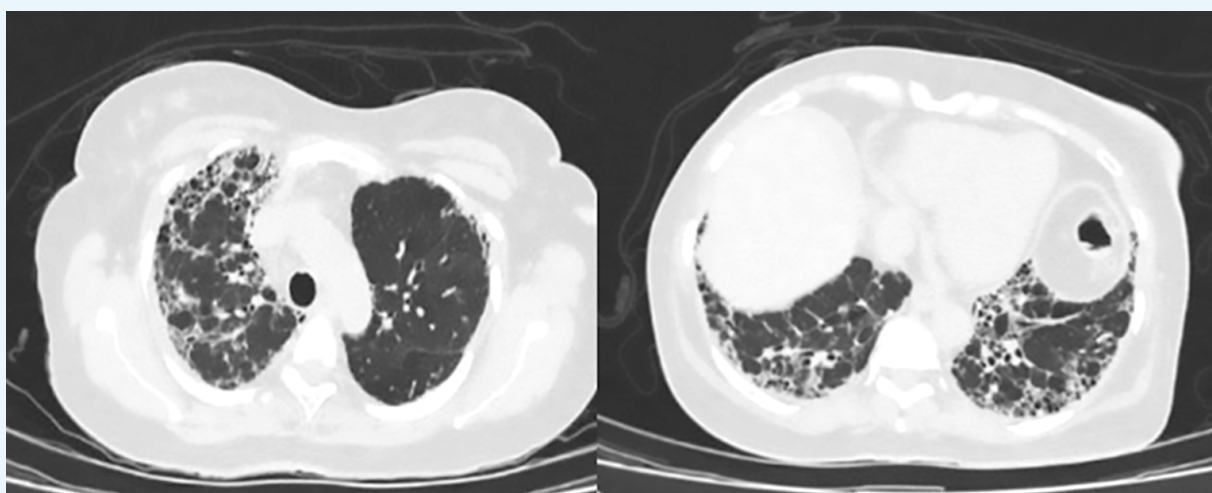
Tomografía contrastada de tórax. Panalización que compromete ápices y bases de predominio en región subpleural y basal.
